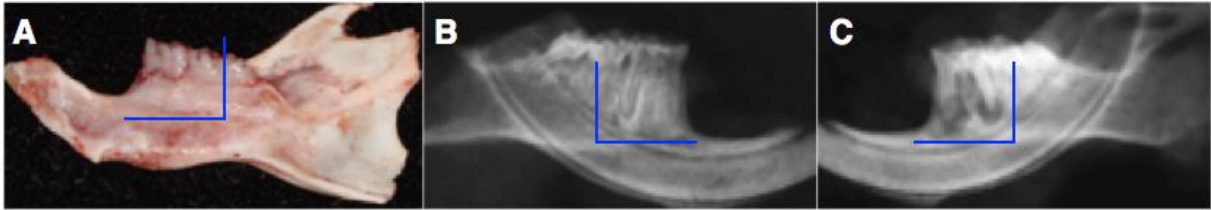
(A) Hemi-mandíbula dissecada. (B) Radiografia periapical do lado controle (sem lesão periapical). (C) Radiografia periapical do lado teste (com lesão periapical). Linhas representam a área de secção da mandíbula para obtenção das amostras de tecido (peso médio de cada amostra: $193,6 \pm 20,23$ mg).
